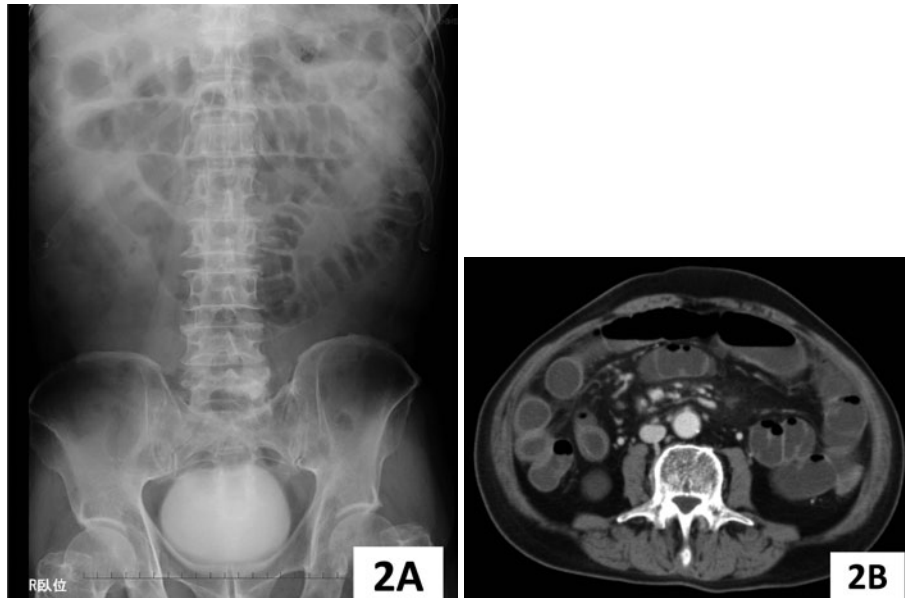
(A) Plain abdominal radiograph shows a distribution of gas in the dilated small intestine. (B) A abdominal CT scan shows a fluid level in the small intestine.
